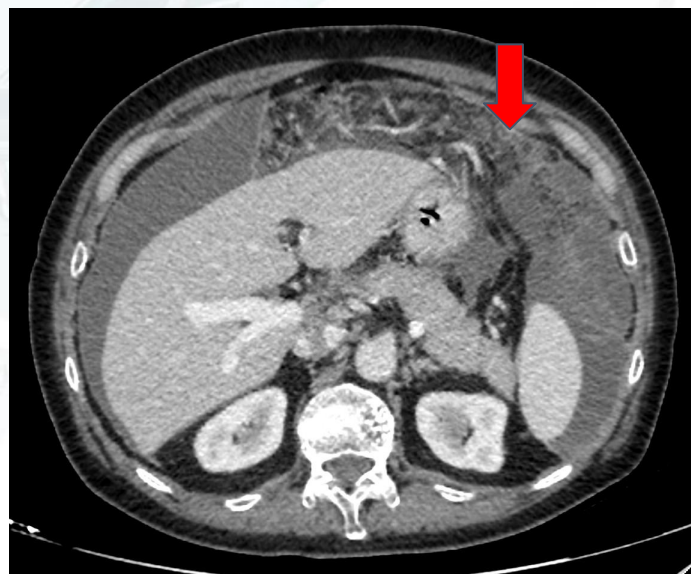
TC abdominal con contraste en fase portal que muestra infiltración grasa difusa del omento en región epigástrica, con aumento de la densidad y trabeculación del tejido adiposo (“pastel omental” marcado con flecha roja). Hallazgos sugestivos de carcinomatosis peritoneal. Con resultados por anatomía patológica no concluyentes.
